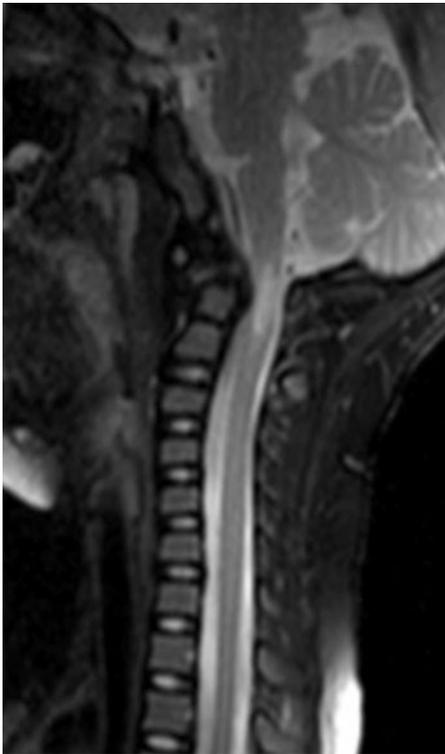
症例4. 頸髄MRI・T2強調像にて髄内高信号を認める。
